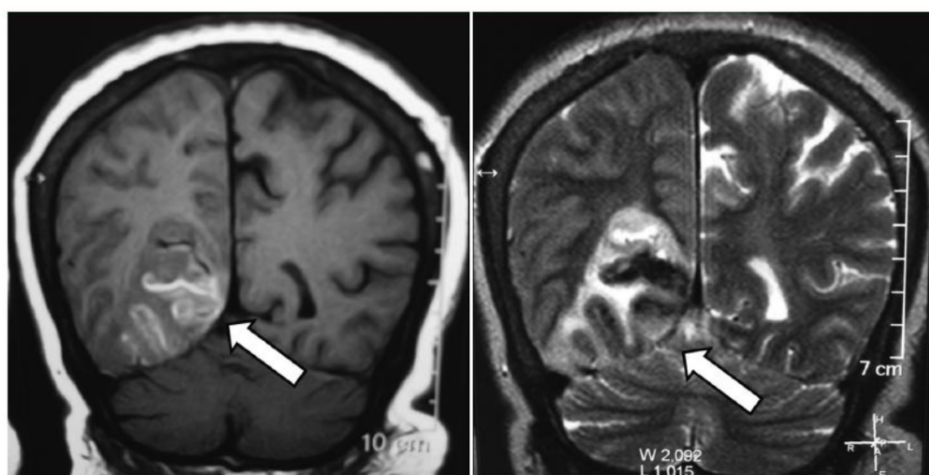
Ejemplo de causa orgánica en el diagnóstico diferencial de la psicosis. Resonancia magnética coronal (izquierda en T1, derecha en T2) que muestra una extensa lesión cerebral (flecha) en un paciente que podría debutar con síntomas psicóticos. Hallazgos como este subrayan la importancia de descartar causas neurológicas en todo primer episodio psicótico antes de asumir un diagnóstico psiquiátrico primario.
